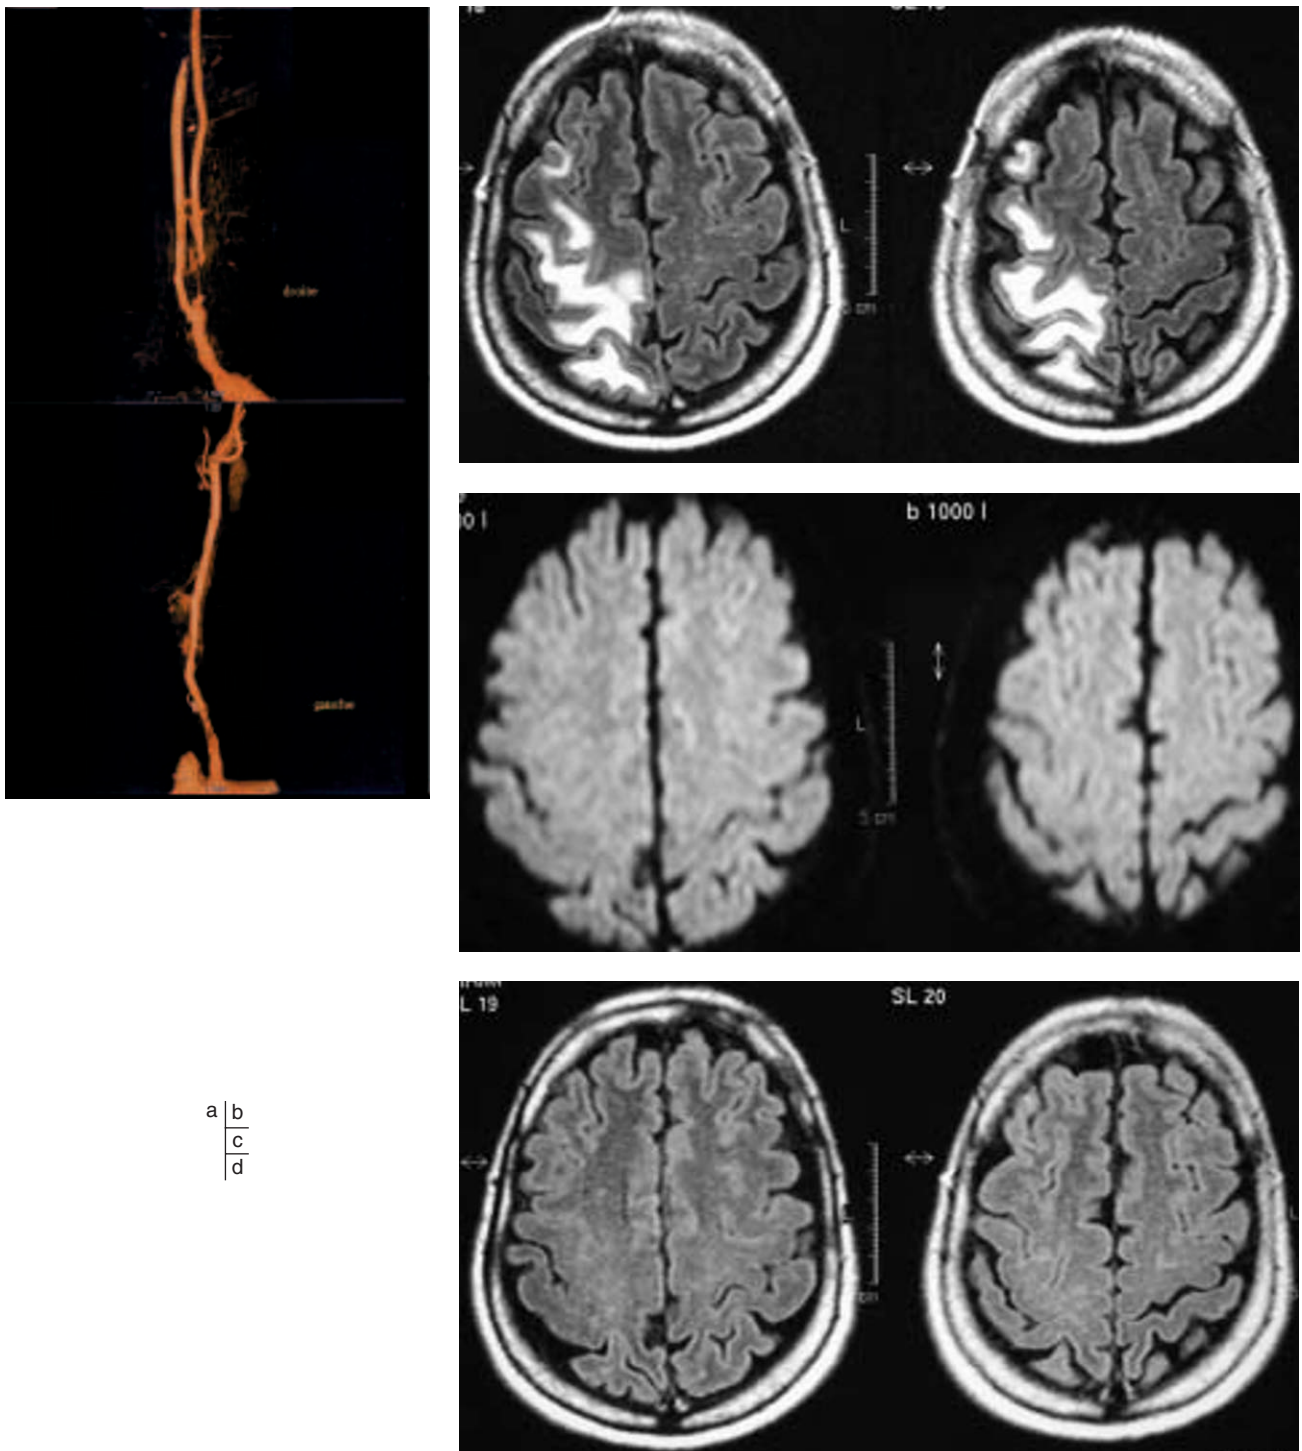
(a) Angioscanner des tronc supra-aortiques pré-opératoire : sténose à 90 p. 100 de l'artère carotide interne droite ; (b) IRM cérébrale à J9 : la séquence FLAIR montre un hypersignal fronto-pariétal droit ; (c) IRM cérébrale à J9 : la séquence de Diffusion est normale ; (d) IRM cérébrale à J21 : la séquence FLAIR montre la disparition de l'hypersignal fronto-pariétal droit.
